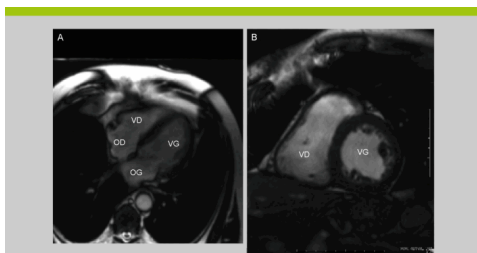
IRM cardiaque (tirée de: Groupe Médecine & Hygiène, S.d.)
